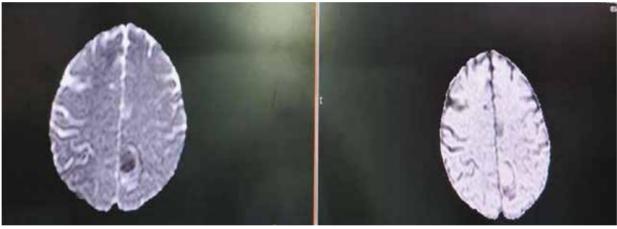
RMN cerebral se puede evidenciar hemorragia pericapsular en T2. (Parietal izquierda)
